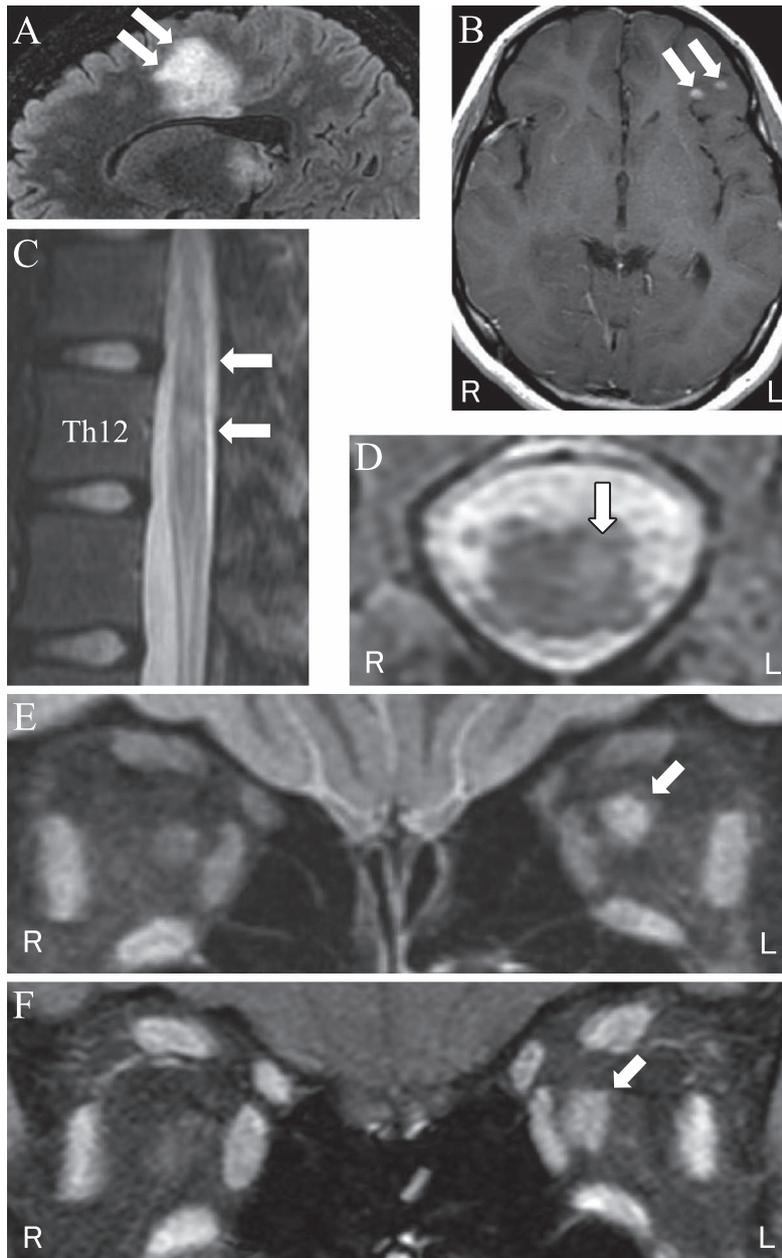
Brain and spinal MRI findings.
